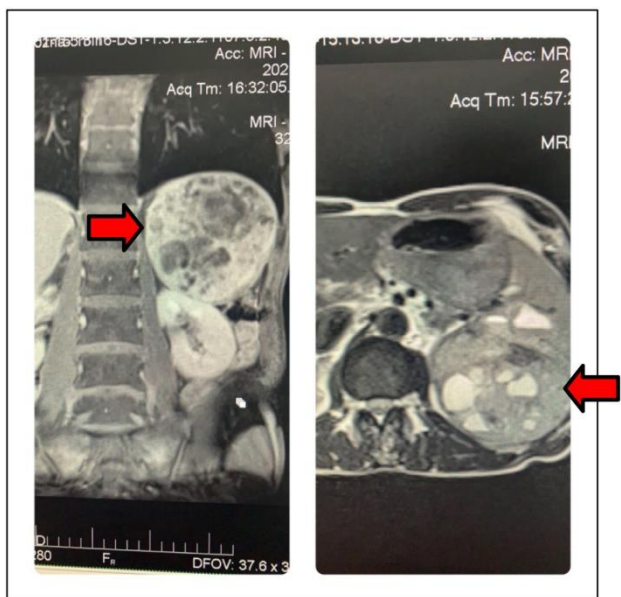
MRI longitudinal and sagittal section showing the massive splenic lesion (Cantonal Hospital Zenica)
